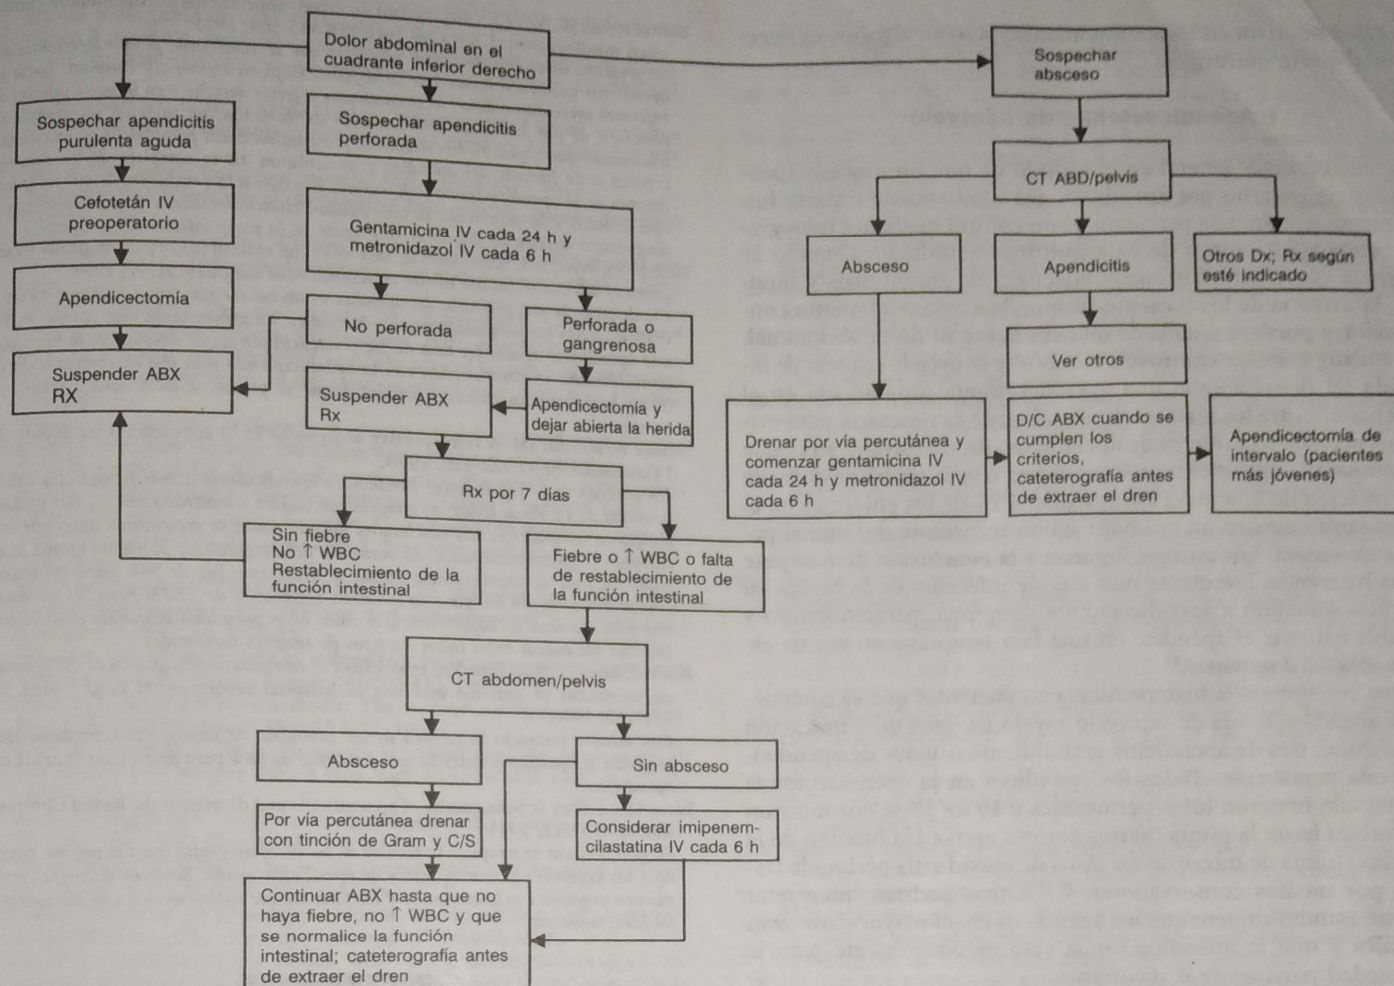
Algoritmo para el tratamiento de la apendicitis. ABD, abdominal; ABX, antibióticos; C/S, cultivo y sensibilidad; CT, tomografía computarizada; D/C, discontinuar; DX, diagnóstico; IV, intravenosa; RLQ, cuadrante inferior derecho; RX (Rx), tratamiento; WBC, leucocitos.
